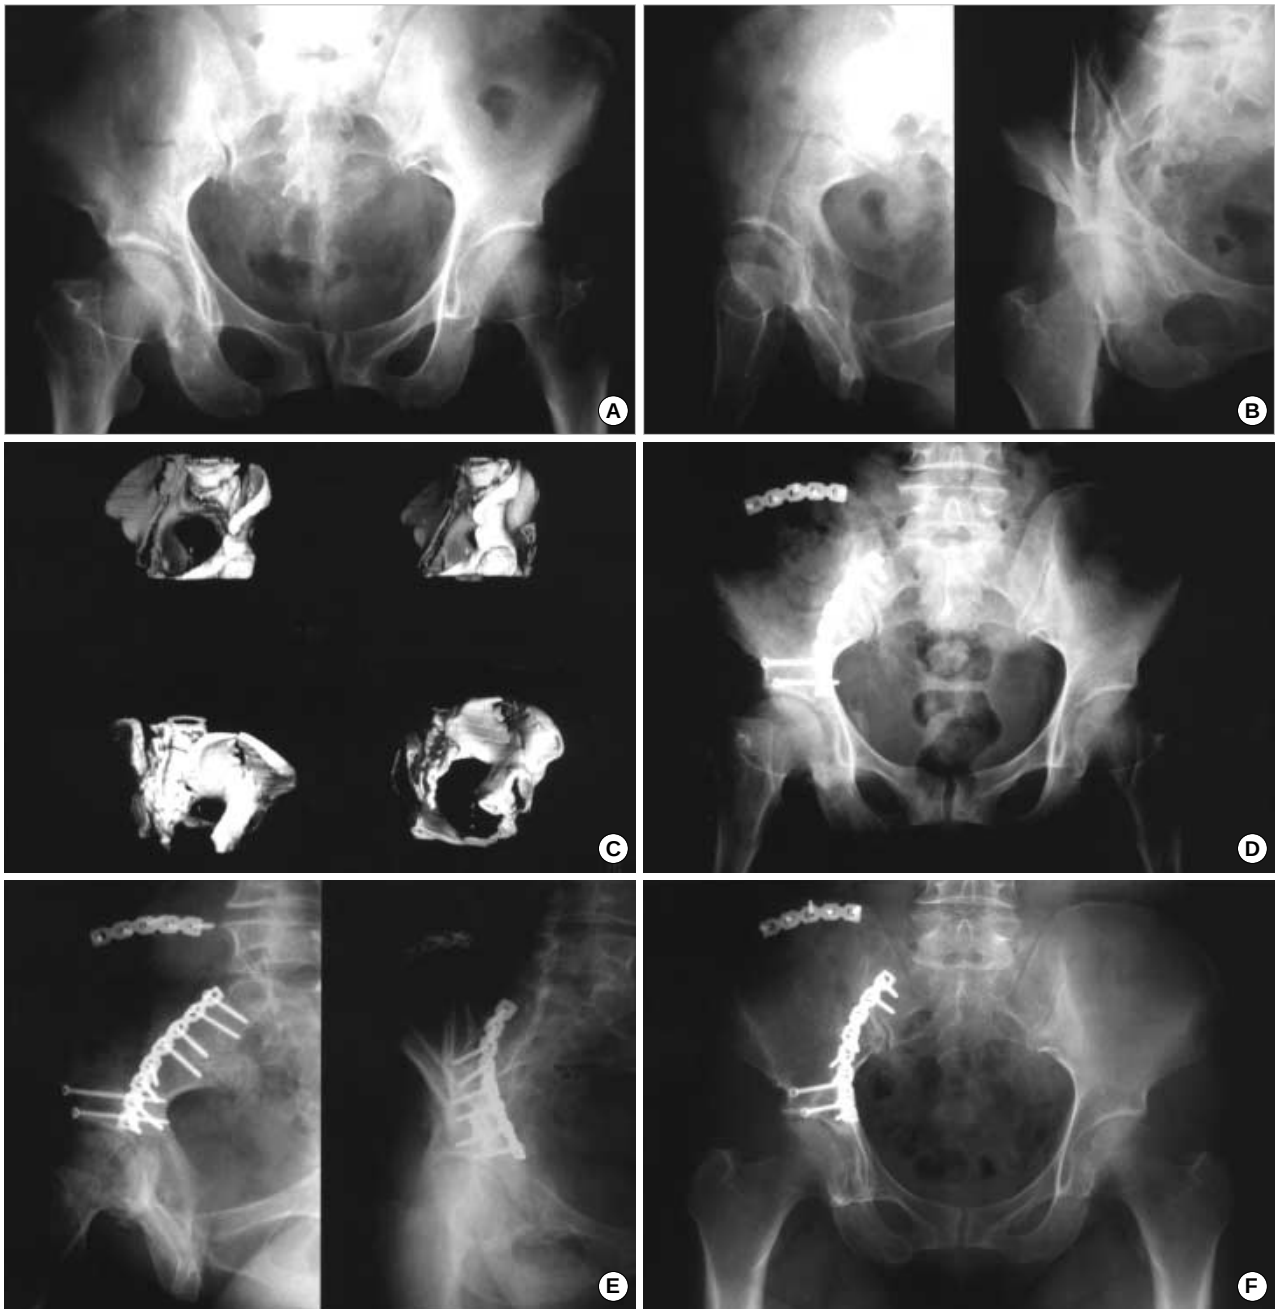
A 62-year-old female. Preoperative anteroposterior (A) and both oblique views (B) demonstrate an anterior column fracture. 3D computed tomograms reveal the detailed fracture configurations (C). Postoperative AP (D) and both oblique views (E) demonstrate an anatomical reduction and firm fixation through the ilioinguinal approach. Radiograph obtained 6 years postoperatively demonstrates excellent clinical and radiographic results (F).
